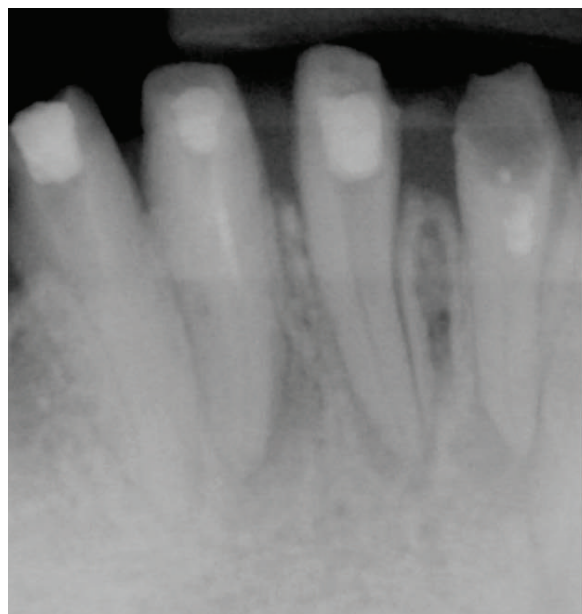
Preoperative radiograph of four mandibular incisors.
